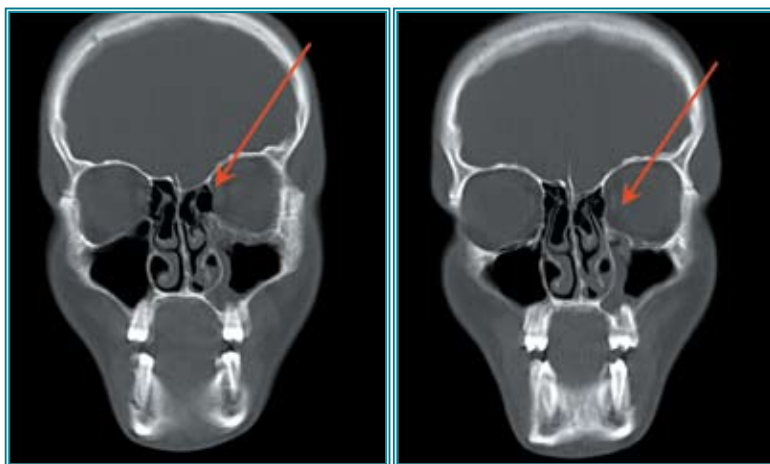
КТ пациента с острым РС и полной блокадой соустья (указано стрелкой)
